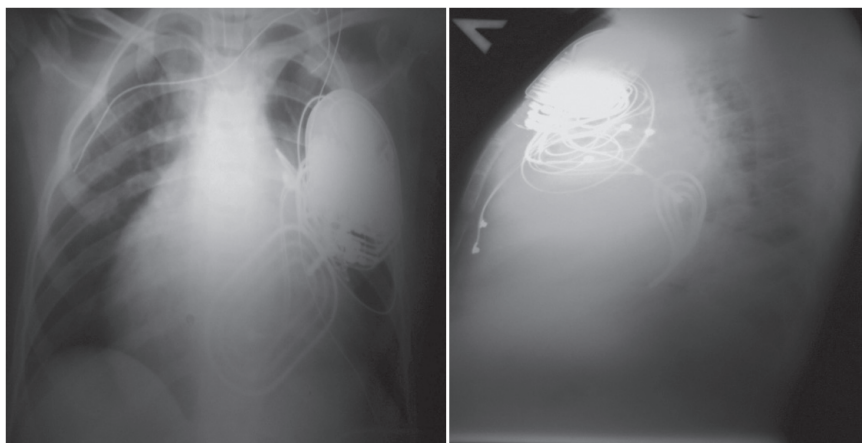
Рентгенограмма пациента после имплантации СРТ-Д.
